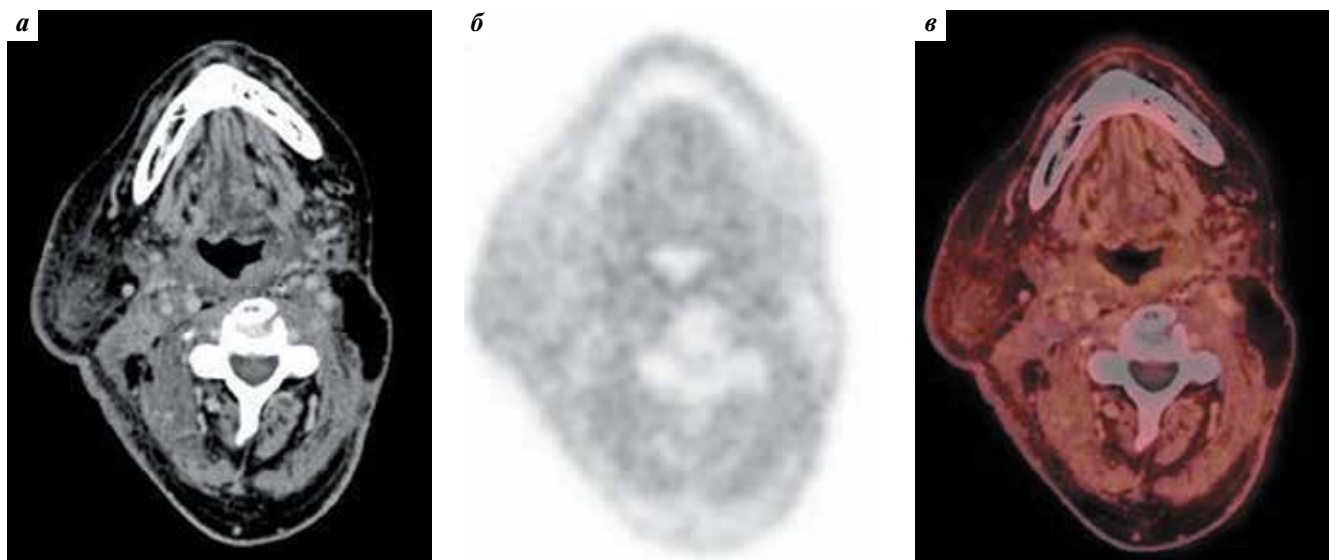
Пациент Д. Состояние после терапии пембролизумабом. Компьютерная томография с внутривенным контрастированием (а), позитронная эмиссионная томография с [¹⁸F]-фторэтилтирозином (б), совмещенные изображения (в). Аксиальные срезы на уровне ротоглотки. Патологической ткани с повышенным накоплением радиофармпрепарата не выявлено. Визуализированы послеоперационные изменения мягких тканей шеи слева (рис. 4). Patient D after treatment with pembrolizumab. Contrast-enhanced computed tomography (CT) scan (a), [¹⁸F]-fluoroethyltyrosine positron emission tomography (PET) scan (b), fused PET/CT scan (c). Axial images at the level of oropharynx. No pathological tissue with increased uptake of radiotracer. Left-sided postoperative changes in the soft tissues of the neck
